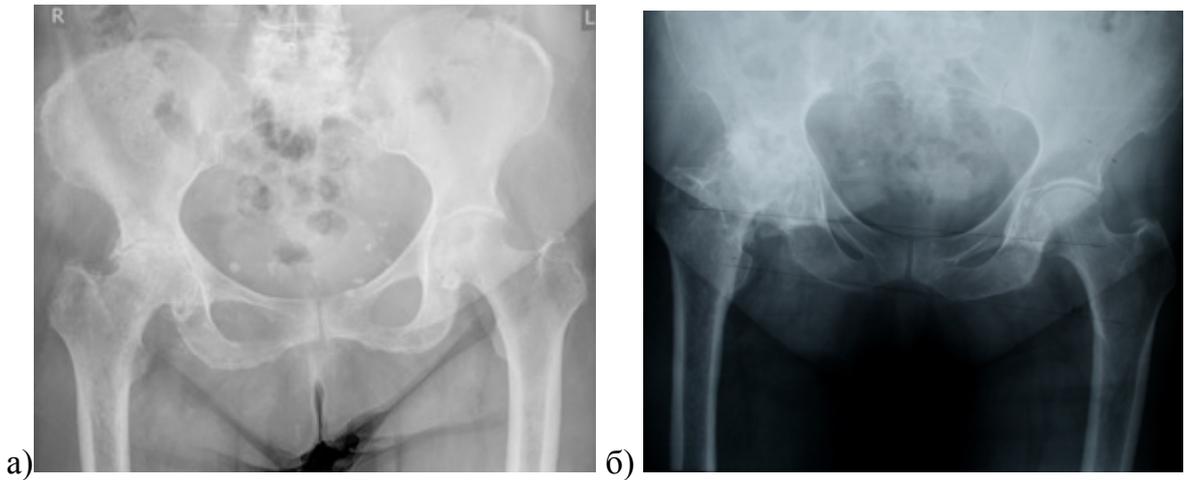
Обзорные рентгенограммы таза: а) пациентки 80 лет, давность заболевания около 5 лет, отмечается полная потеря хряща при нормальном покрытии головки и сохранении ее сферичности; б) пациентки 77 лет, ограничение движений около 8 лет, частичное разрушение головки, кистовидная перестройка, нарушение линии Шентона, но ввиду длительной истории заболевания и отсутствия изменений в контрлатеральном суставе данный случай рассматривался, как идиопатический артроз
